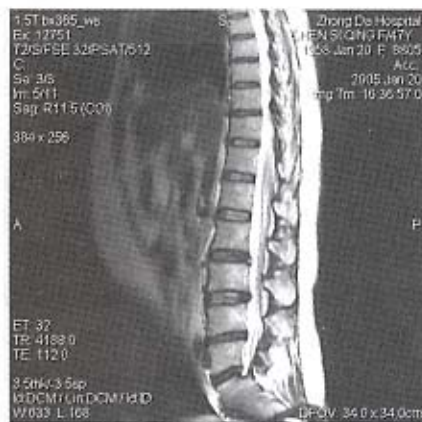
矢状位 MRI T2W 显示 L2-3 椎间盘后缘小卵圆形高信号, 提示纤维环损伤 椎间盘破裂
